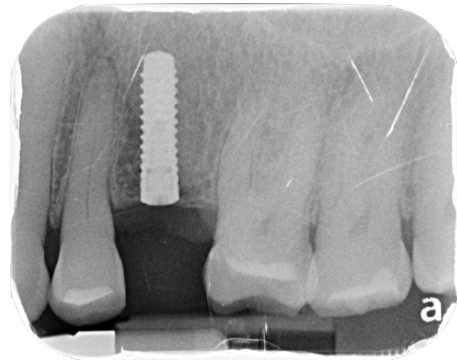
Radiografía periapical del posoperatorio inmediato, donde se observa la correcta colocación del implante a nivel de la cresta ósea y con una dirección conforme a la planeación protésica.
